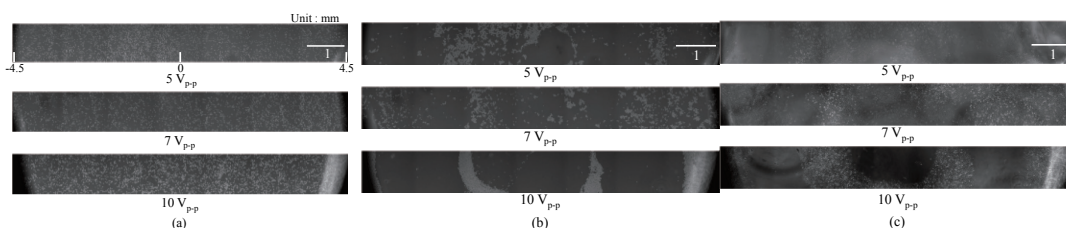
ディッシュ上の HeLa 細胞の顕微鏡像 ((a) 超音波駆動前, (b) 超音波駆動開始 15 分後, (c) 24 時間後). 位相差観測により細胞は明るく表示される。
